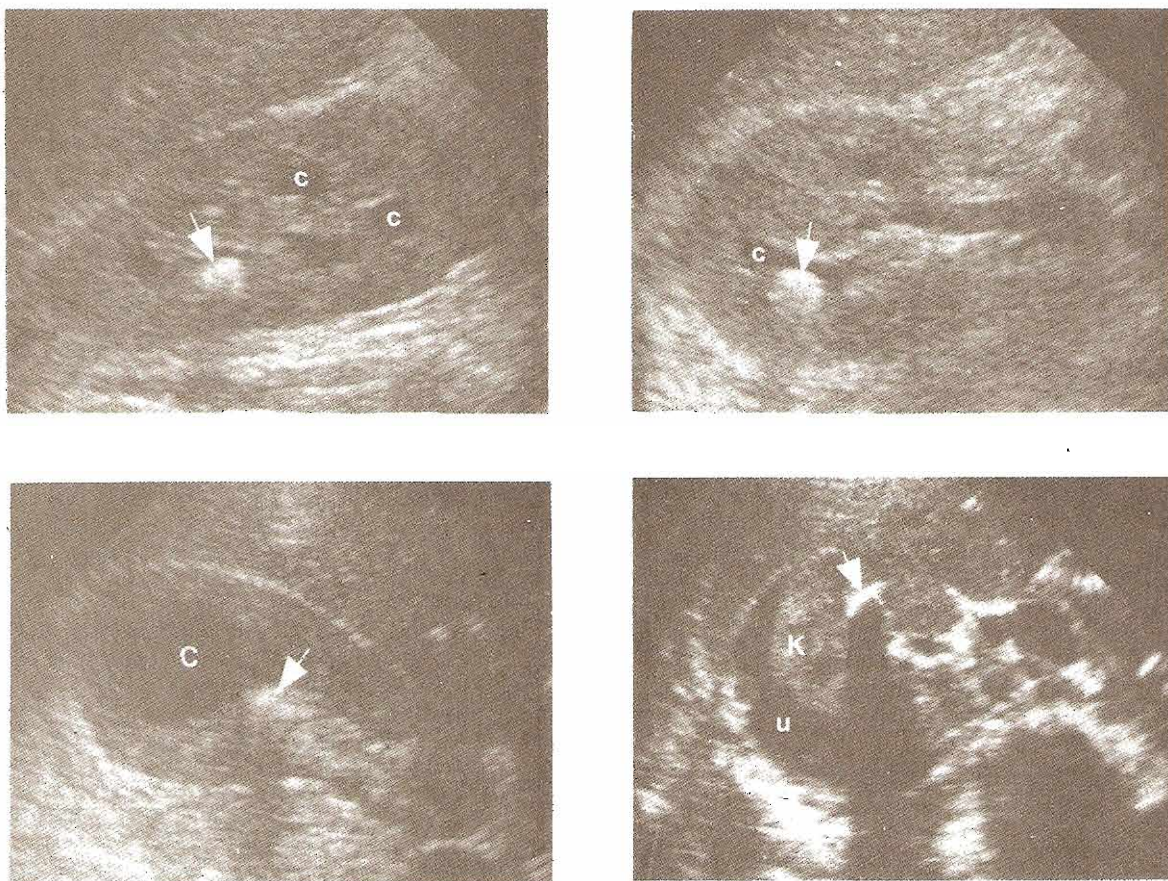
Cálculos renales y las consecuencias de la obstrucción según aparecen en la sonografía. Rastreos longitudinal (arriba izquierda) y transversal (arriba derecha) de riñón derecho mostrando caliectasia (C) y cálculo renal (flecha). Abajo izquierda: Cálculo renal (flecha) en el infundíbulo produciendo dilatación de los cálices del polo superior (C). Abajo derecha: Obstrucción aguda de riñón derecho (K) con extravasación espontánea de orina (U) en el espacio retroperitoneal. Cálculo renal (flecha).
